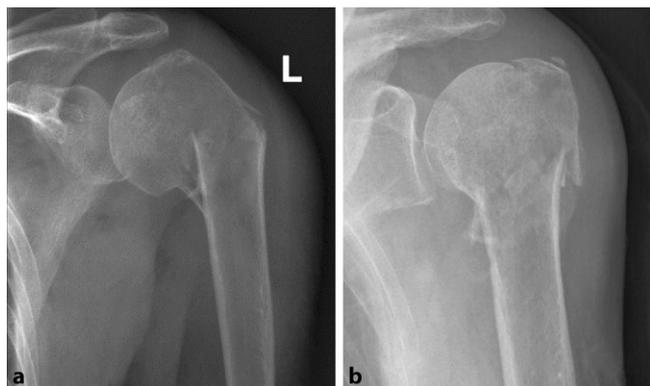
▲ Proximale Humerusfraktur nach einem Sturz bei einer 79-jährigen Patientin: konservative Therapie. (a) a.p. Röntgen-Aufnahme der linken Schulter umgehend nach Trauma. (b) a.p. Röntgen-Aufnahme der linken Schulter: Verlaufskontrolle drei Wochen posttraumatisch mit deutlich verbesserter Stellung
